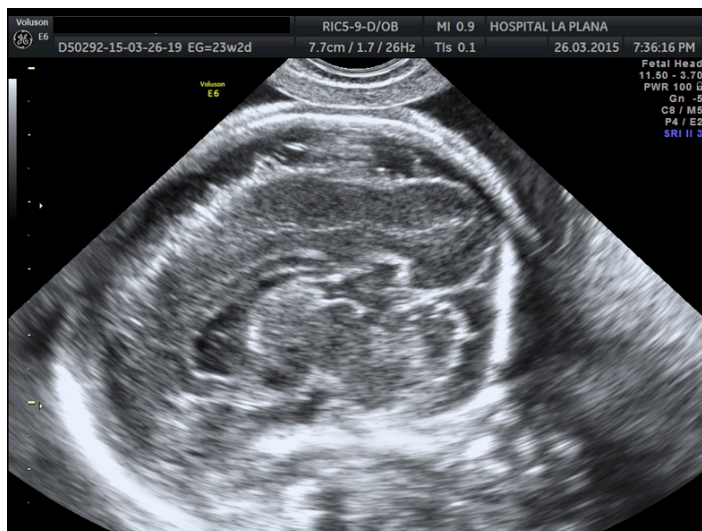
Corte sagital medio de cabeza fetal de 23 semanas mediante ecografía vaginal.
